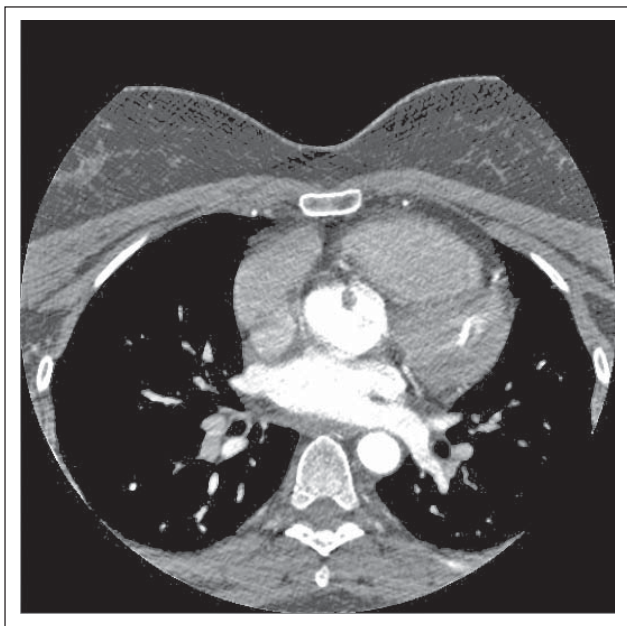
CT-Angiographie: Befund einer verdächtigen kleinen Kontrastmittelaussparung im Bereich der Aortenklappe.
